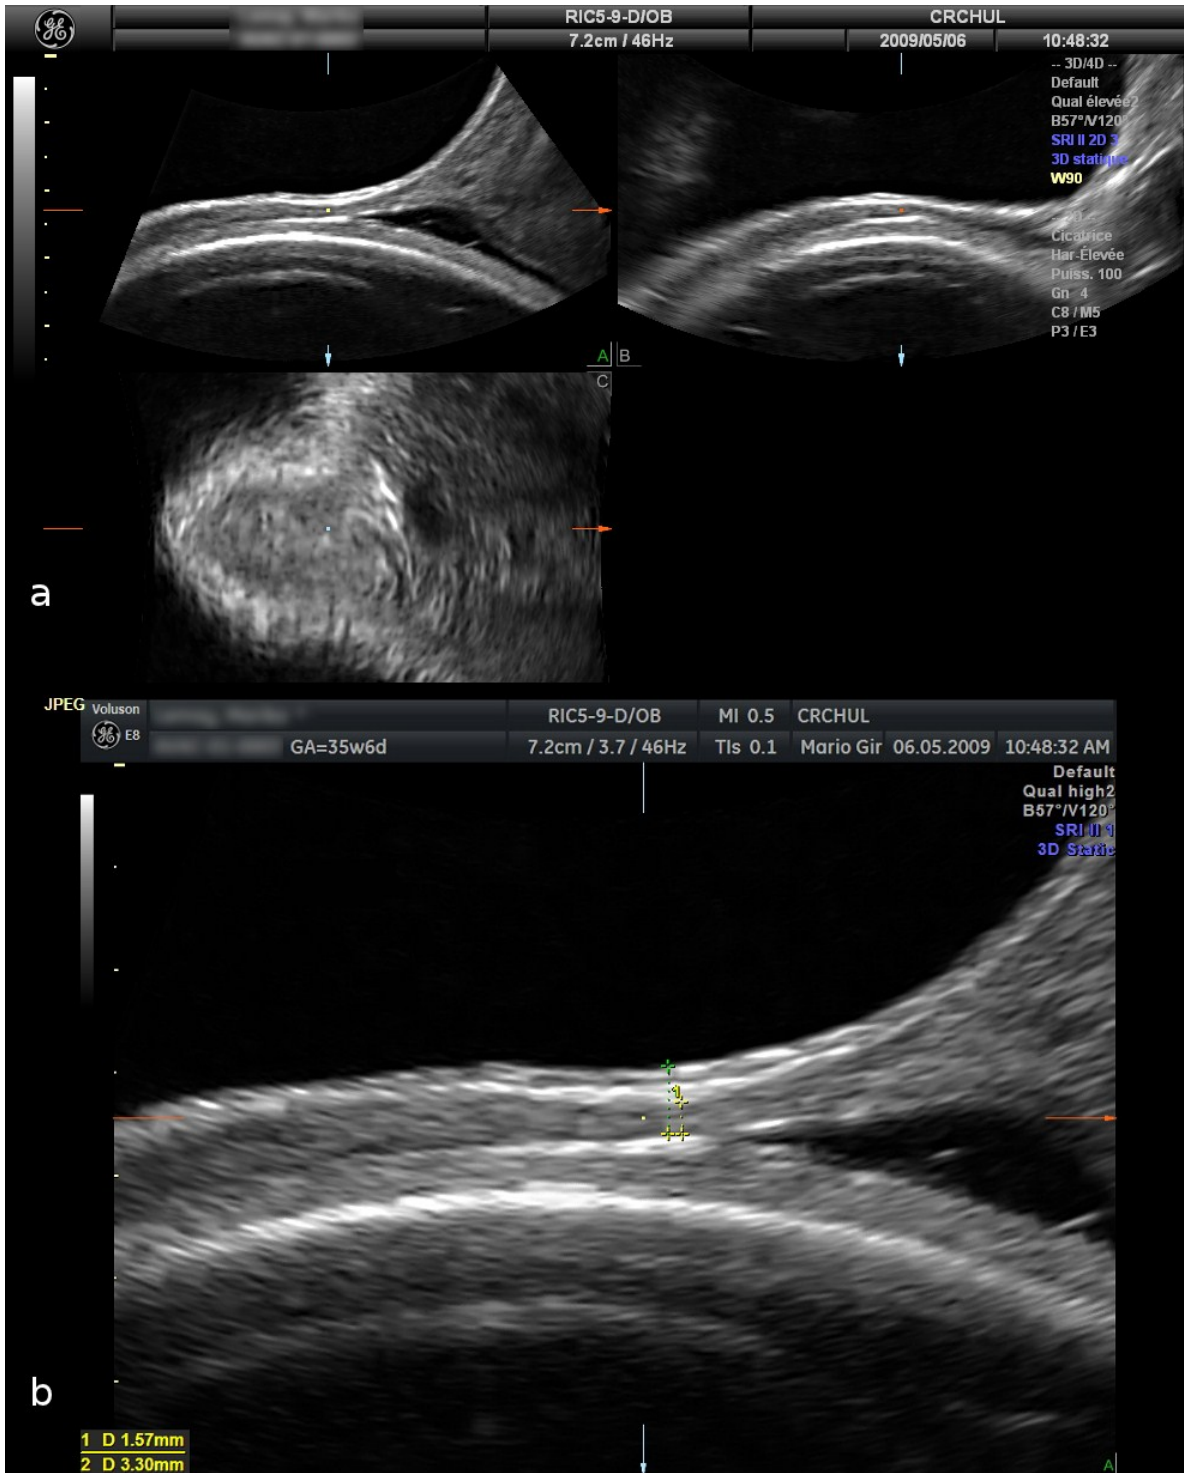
Measuring techniques for lower uterine segment (LUS) thickness using 3D ultrasound (a: 3 different planes; b: calipers placed for the measurement of full LUS and myometrial thicknesses, 3.30 and 1.57 mm, respectively)
